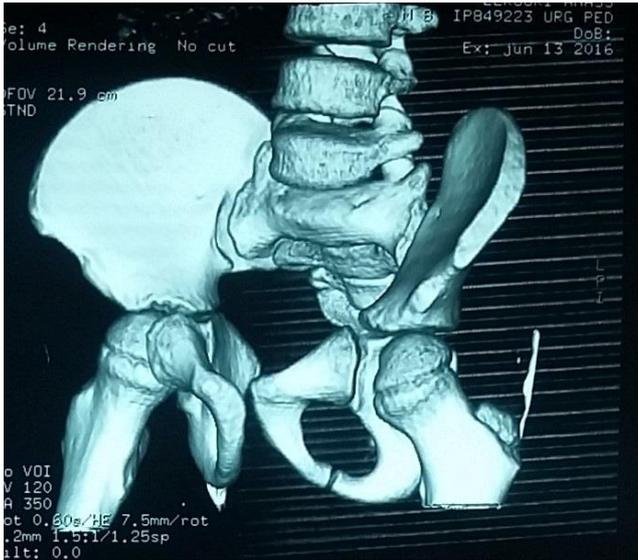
TDM du bassin coupe axiale 3D de contrôle (vue de face) montrant une bonne réduction sans lésion associée
